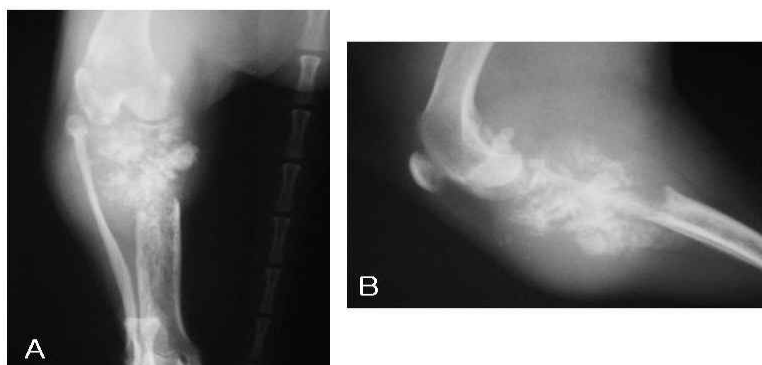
The craniocaudal (A) and mediolateral(B) radiographs of the stifle joint after 6 months. The lysis of the right proximal tibia is more progressed and pathologic fracture was occurred. The periosteal reaction became sunburst-type.
